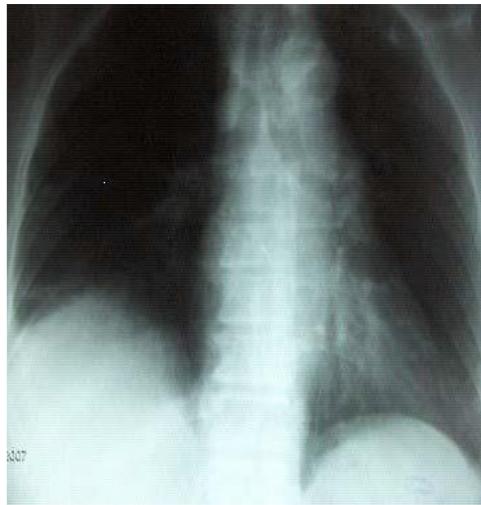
Radiographie standard du thorax de face montrant une surélévation de la coupole diaphragmatique droite [125].
